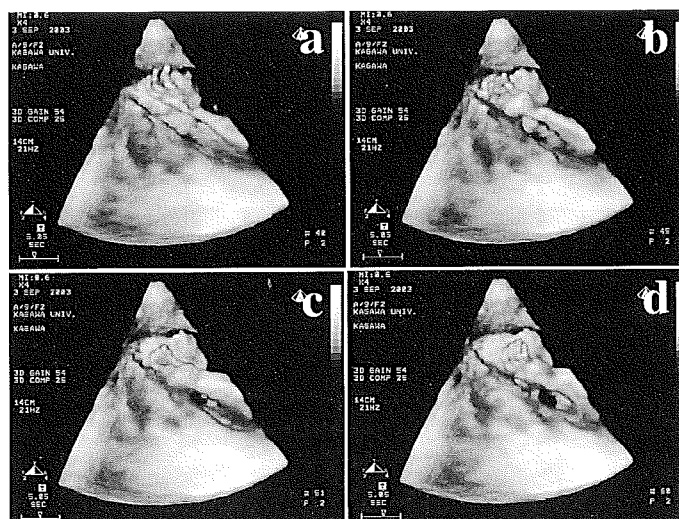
4次元超音波による妊娠23週胎児の手指および腕の運動 (a→d)
